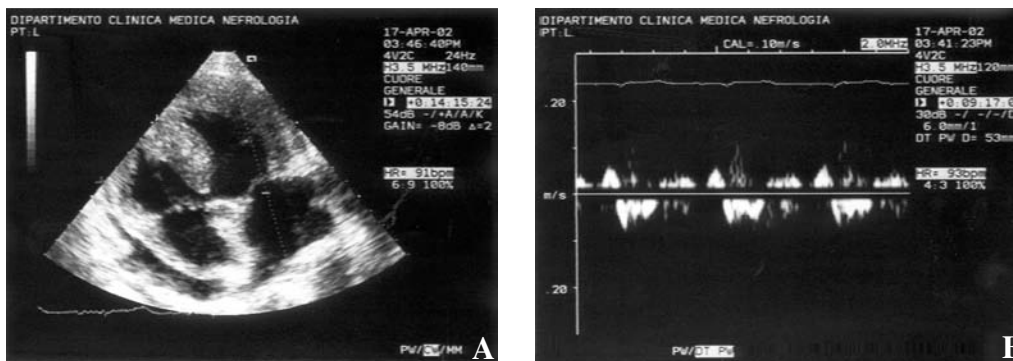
Amiloidosi primaria in paziente con mieloma e sindrome nefrosica. In sezione apicale 4 camere si nota l'ispessimento parietale, coinvolgente sia i ventricoli che gli atri con la caratteristica birifrangenza, e il versamento pericardico (A). All'analisi Doppler tissutale effettuata sul setto interventricolare anteriore, dalla sezione parasternale asse lungo, si osserva la marcata riduzione dell'onda S (negativa) e dell'onda E ed A (positive) (B).
